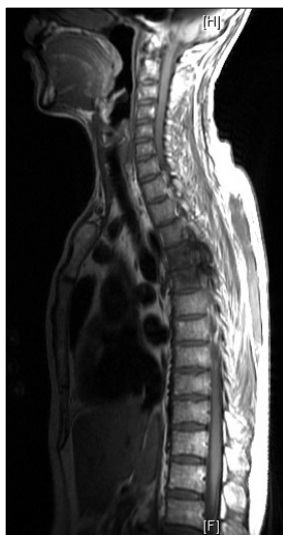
Sagittal T1-weighted MR image shows low signal lesions at T4 and T5 vertebral bodies, T4/5 intervertebral disc space narrowing, disc signal change or end plate irregularity significantly different from the other levels is not seen.
